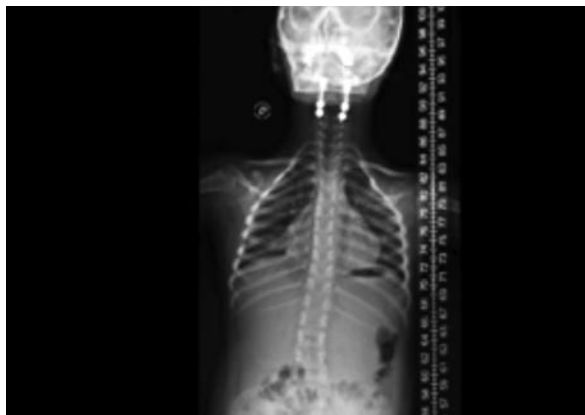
Radiografía cervical postoperatoria
